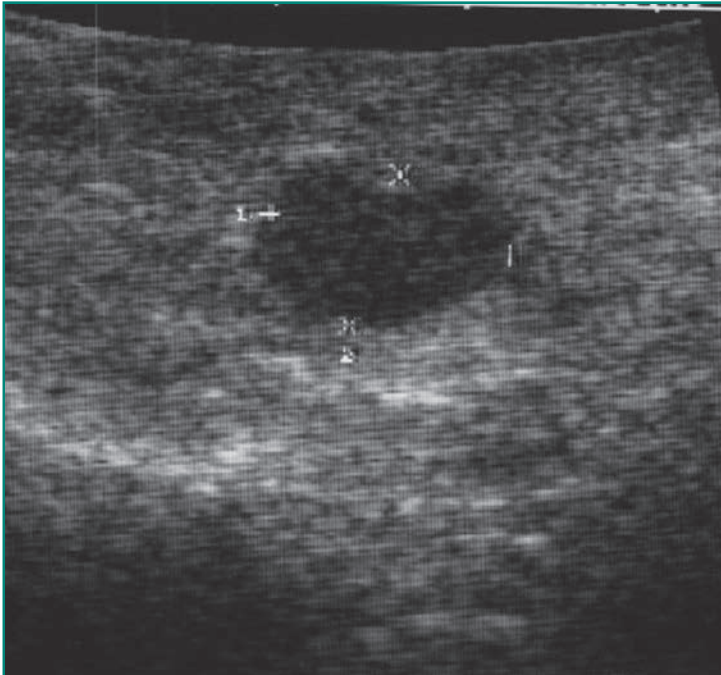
Paciente de 56 años con clínica de hipoglucemias de ayuno de un año de evolución y diagnóstico bioquímico de hiperinsulinismo endógeno, en el que no se objetivó en pruebas de imagen no invasivas (TC, RMN, OctreoScan) lesión pancreática y que es sometido a intervención quirúrgica, objetivándose en ecografía intraoperatoria lesión hipodensa de 3,6 mm en cola pancreática con diagnóstico histológico final de insulinoma.
